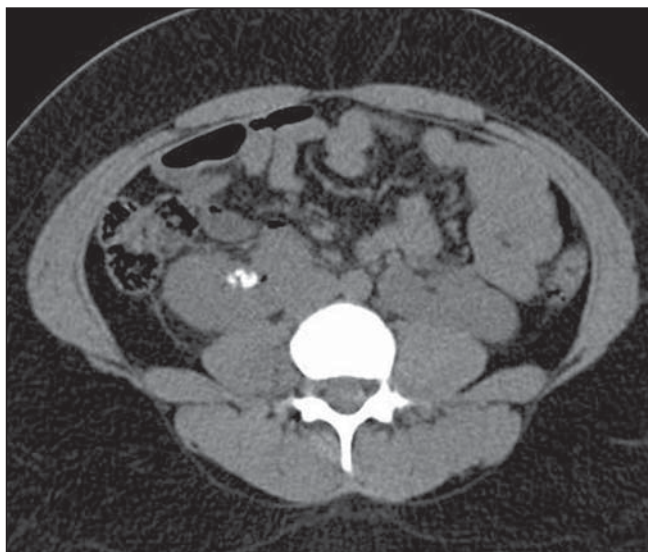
TC realizada após o 15º dia de início do tratamento. Pequeno foco aéreo residual e persistência das formações calculosas.
